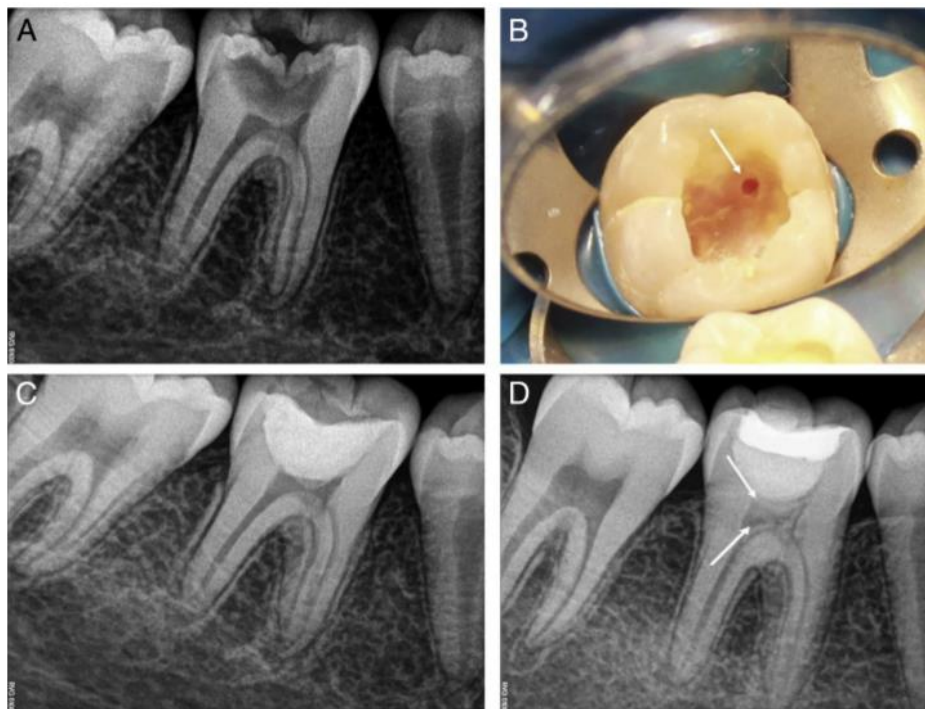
Caso representativo Biodentine. A)Radiografía inicial, se observa caries profunda. B)Comunicación pulpar despues de eliminar la caries. C)Radiografía despues de colocar un material bioceramico (Biodentine). D)Radiografía control despues de un año, se observan puentes de dentina y las flechas indican la formación de la calcificación de la cámara pulpar.¹⁵
